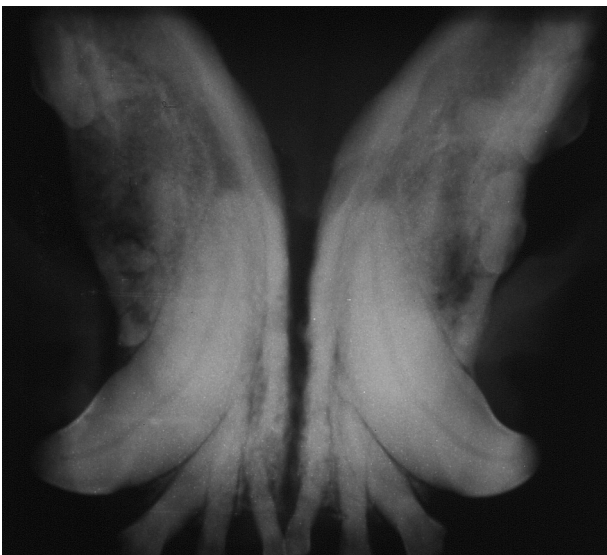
Röntgenkontrolle der Unterkieferzysten 21 Wochen post operationem.
